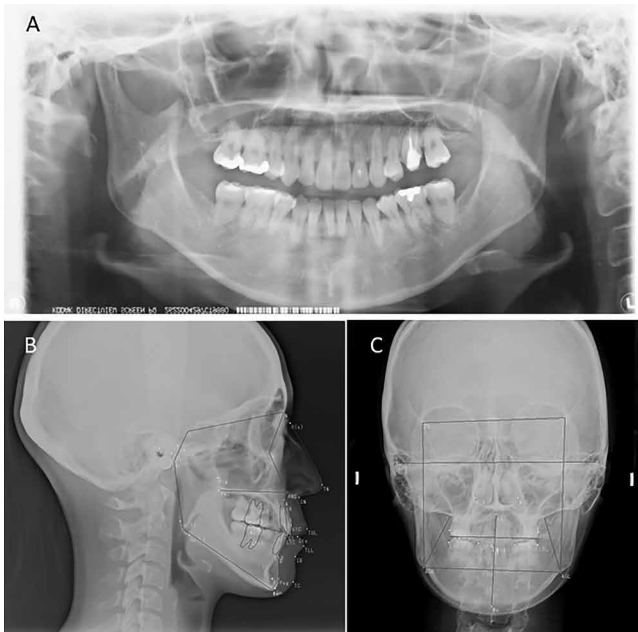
保定後のパノラマX線写真 (A), 側面頭部エックス線規格写真 (B), 正面頭部エックス線規格 (C)
